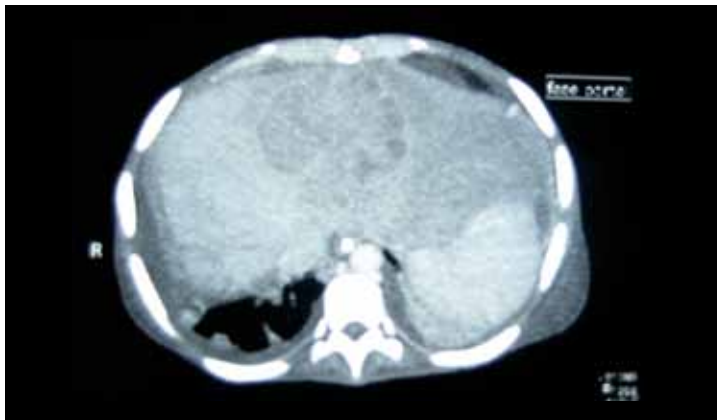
Tomografía abdominal con contraste: Se evidencia líquido ascítico en moderada cantidad y una lesión hipodensa y heterogénea de bordes irregulares en el parénquima hepático, compatible con una colección purulenta.
